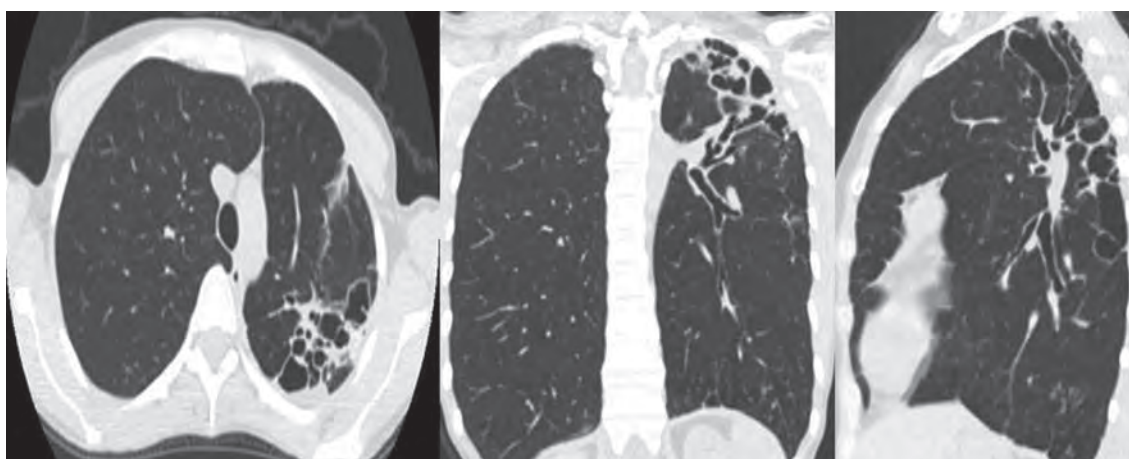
Контрольная компьютерная томограмма органов грудной клетки спустя 12 мес на фоне противотуберкулезного лечения (2013 г.) — легочное окно. В S1-2,6 левого легкого сохраняется система полостей с частичным уменьшением стенок полостей
